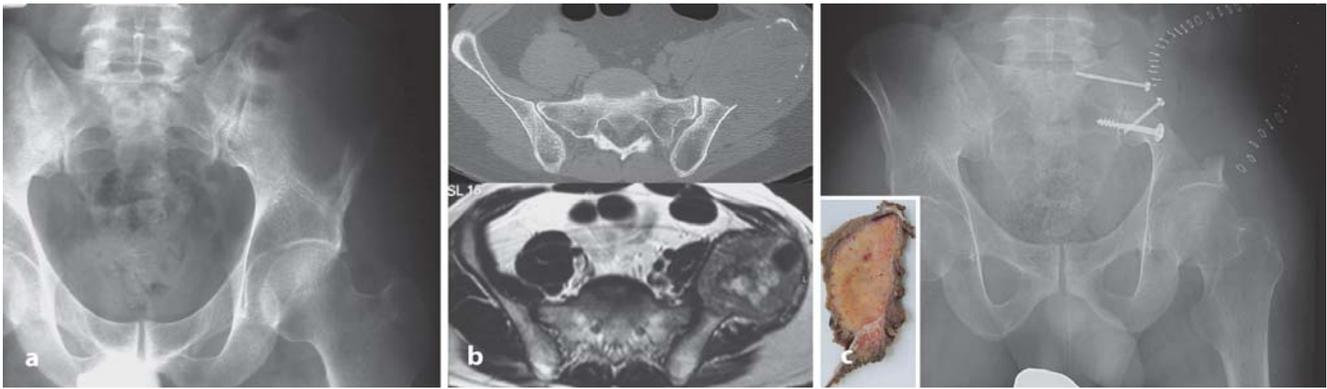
c ▲ M.A., männlich, 38 Jahre, Chondromyxoidfibrom der linken Beckenschaukel, intermittierende Schmerzen seit 2–3 Jahren. a a.-p.-Röntgenbild und b CT- und MRT-Aufnahmen des Beckens präoperativ. Das Chondromyxoidfibrom präsentiert sich mit ovaler Osteolyse der Ala ossis ilii und perifokaler Sklerose im CT. c Postoperative a.-p.-Beckenübersicht. Das Tumorsubstrat wurde mit partieller Resektion der kranialen ISG-Anteile und unter Protektion des inneren Beckenringes und Azetabulumdaches en bloc reseziert (R0). Zusätzliche Stabilisierung des ISG mittels kortikospongioser Spananlage aus dem nicht betroffenen Darmbeinkamm und Schraubenosteosynthese. Links unten: Präparatfoto mit Resektionsrändern
